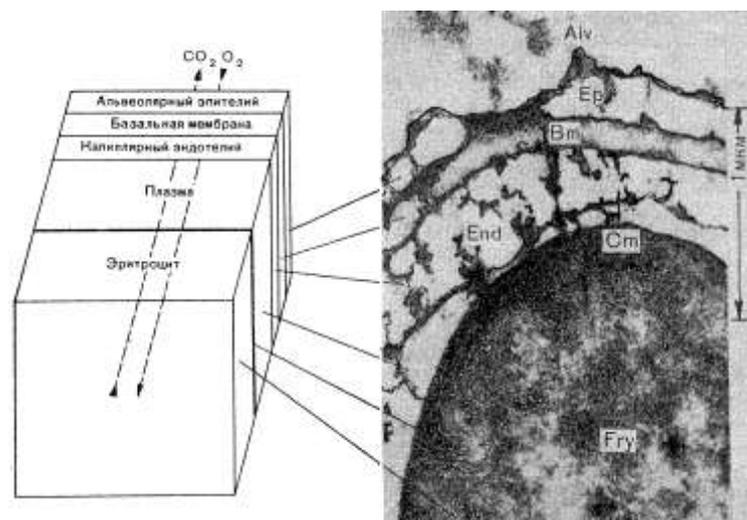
Легочная мембрана, через которую происходит диффузия газов в альвеолах.
